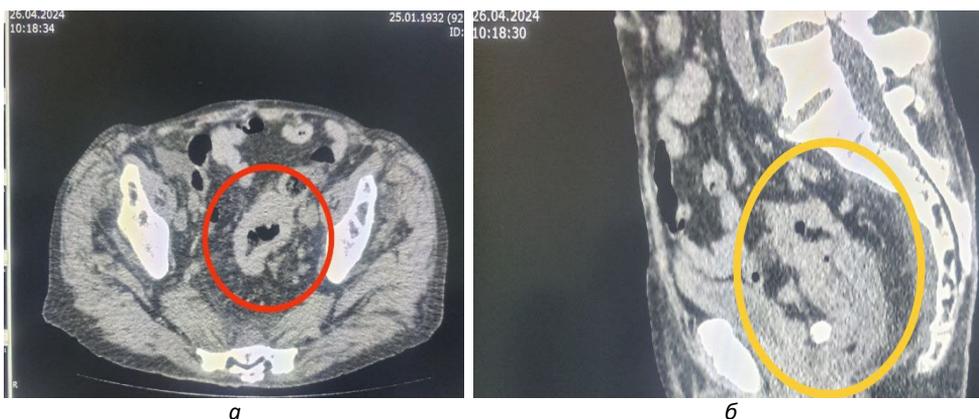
МСКТ органов брюшной полости и малого таза без контрастирования (апрель 2024 г.): а – аксиальная плоскость сканирования; б – сагиттальная плоскость сканирования.
